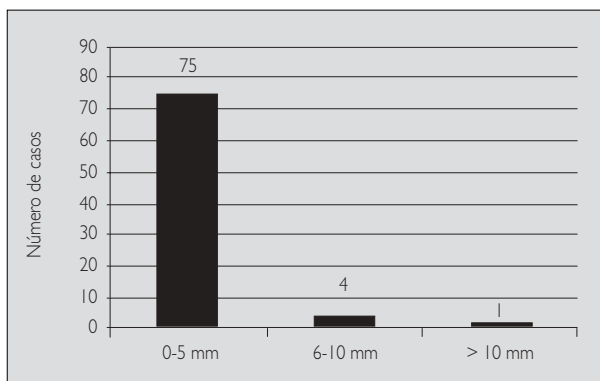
Número de casos según grado de obstrucción medidos en la telerradiografía lateral de cráneo.
